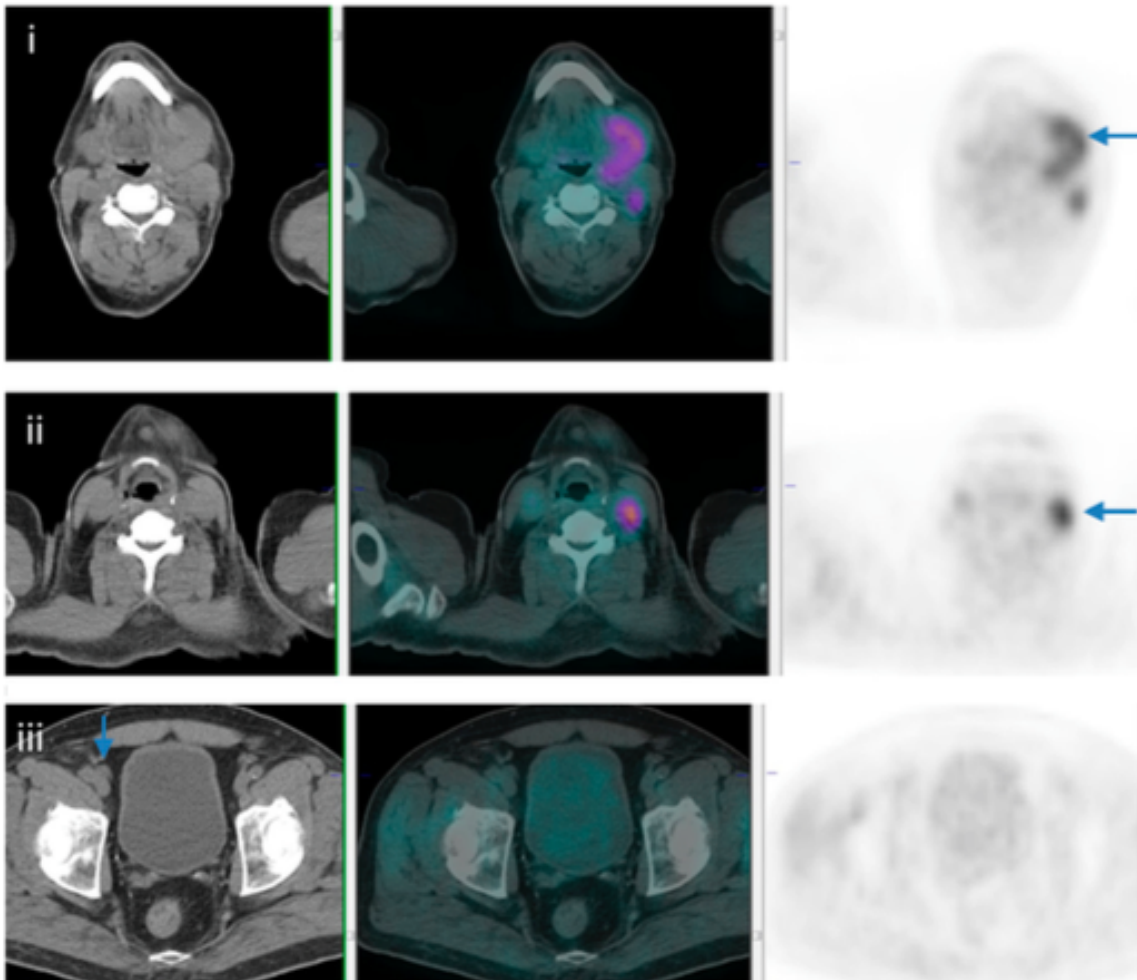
Paciente de 53 años con adenopatía cervical izquierda que corresponde a linfoma folicular grado 2. En TC inicial mostró un ganglio pélvico derecho aumentado de tamaño. Por contra, PET-TC y PET mostraron captación aumentada de FDG en el área cervical izquierda (flechas azules), pero ninguna captación en el ganglio iliaco derecho (flecha azul en iii). El paciente se consideró apto para recibir radioterapia.
